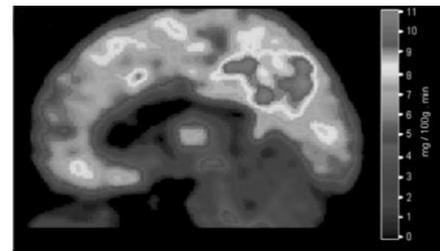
PET eines LIS-Patienten
